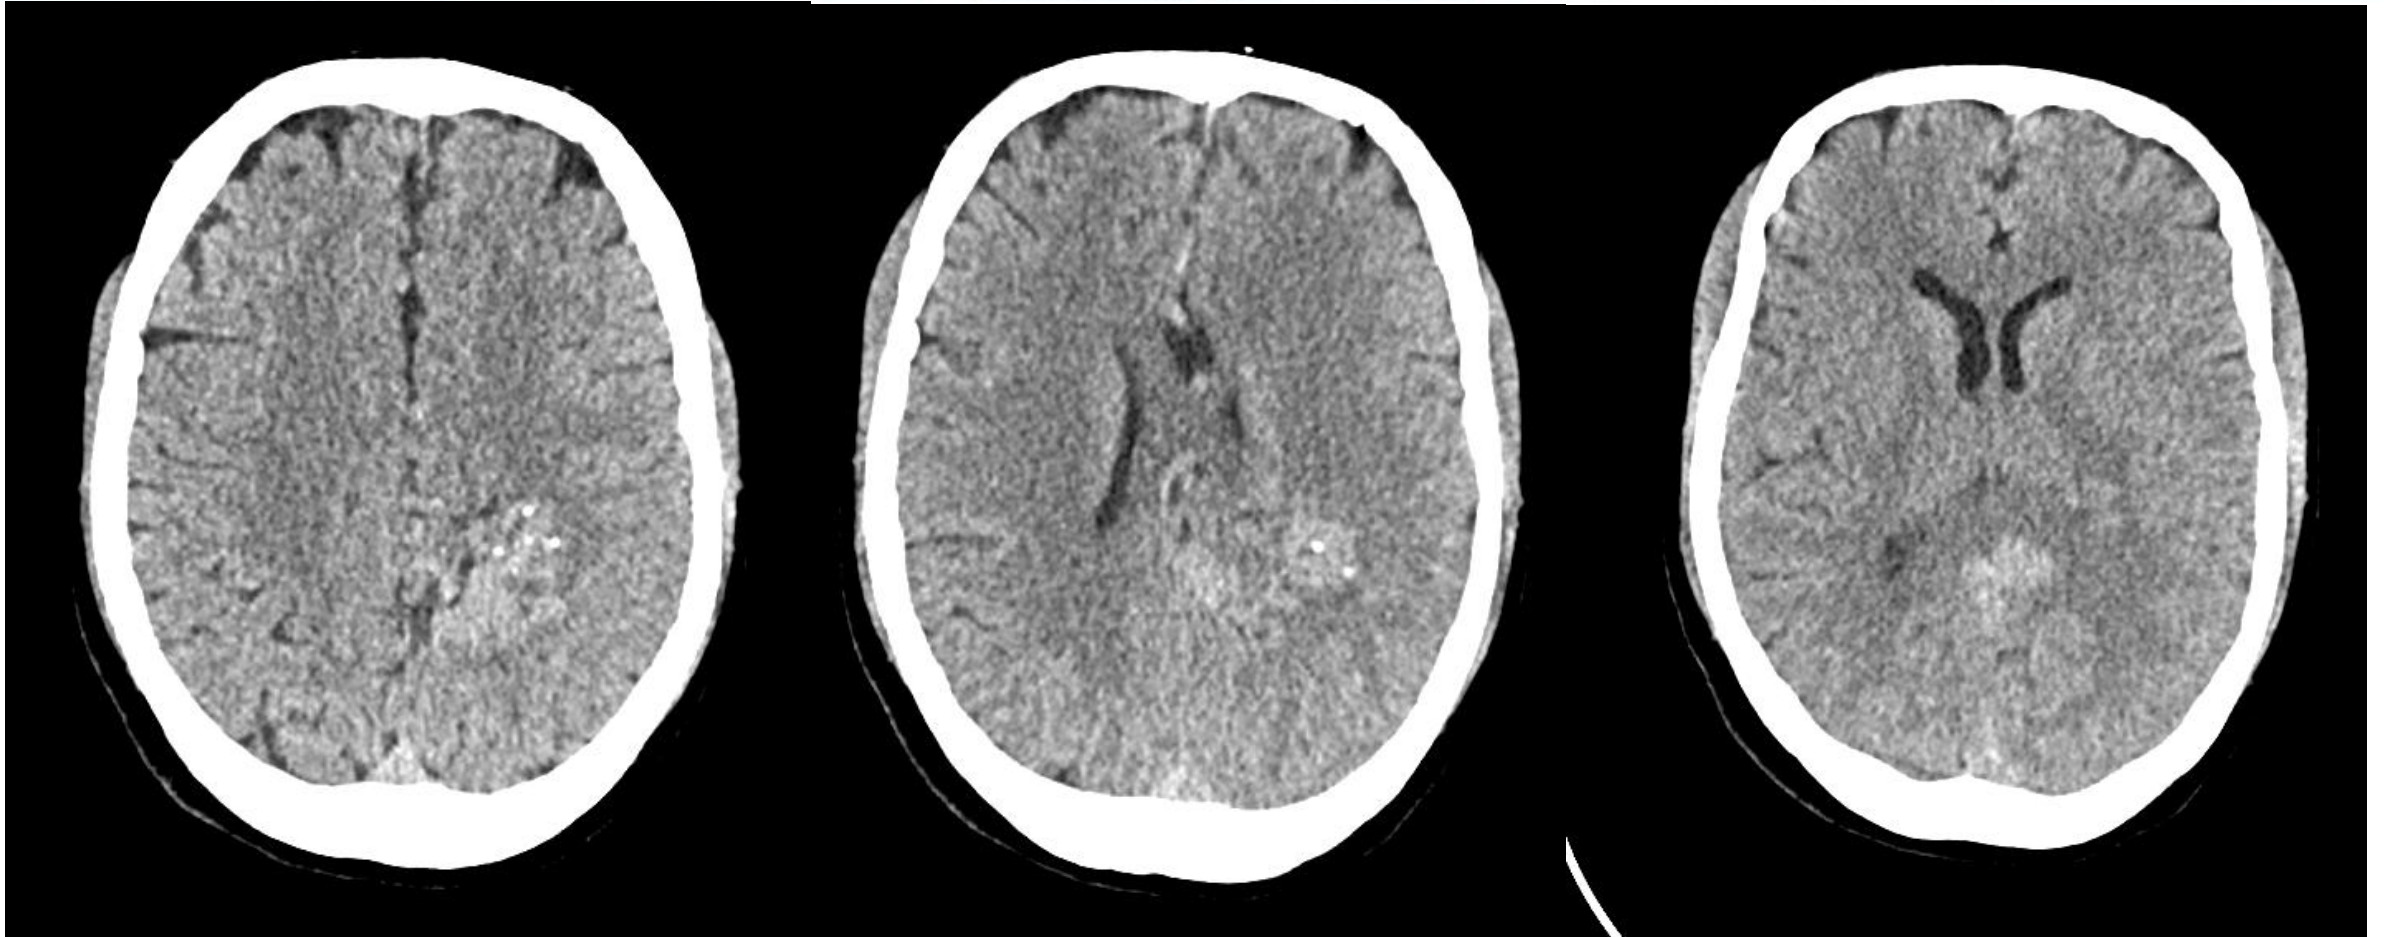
TC craneal sin contraste iv en el que destaca una imagen hiperdensa parietal parasagital izquierda con calcificaciones puntiformes en su interior y sin edema periférico.
